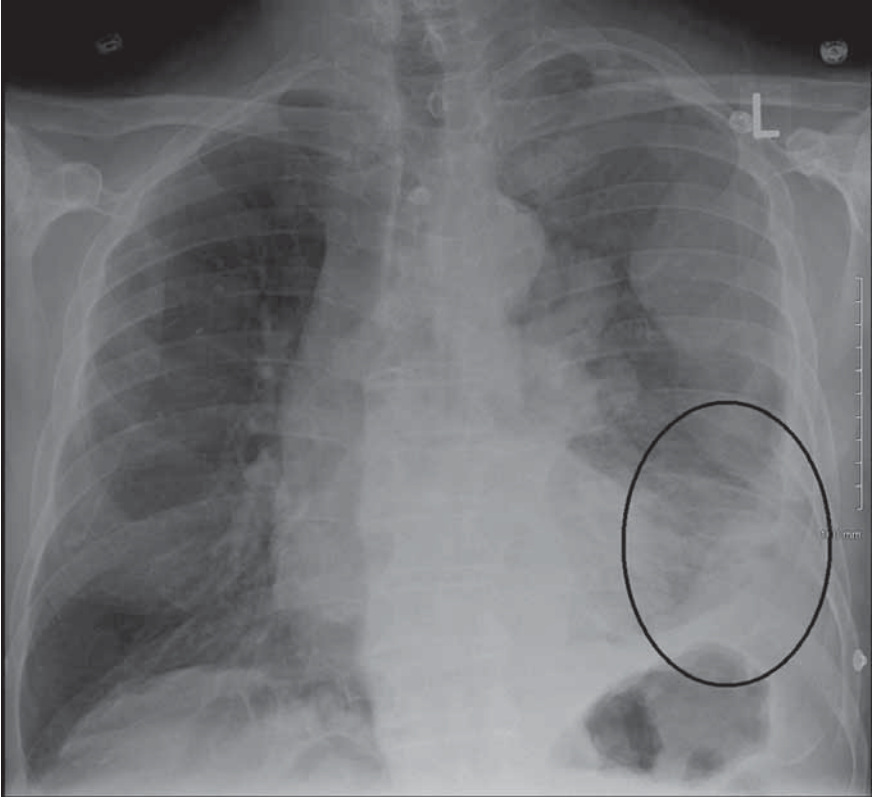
Рентгенографическая визуализация злокачественной мезотелиомы: мезотелиома плевры в нижних отделах легких слева на задне-передней рентгенограмме органов грудной полости
